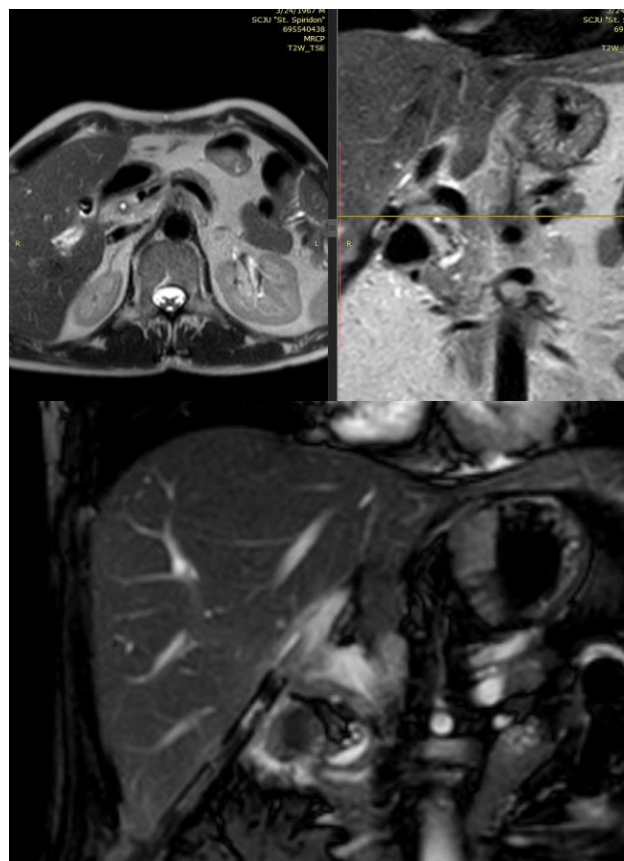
Colangiopancreatografie cu rezonanță magnetică nucleară (MRCP)
